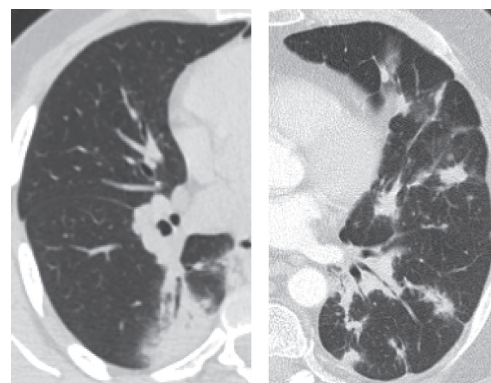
Слева на рисунке — МСКТ больного Д., 24 лет: саркоидоз II стадии — участок консолидации в паренхиме правого легкого; справа — МСКТ больного Б., 59 лет: саркоидоз II стадии — множественные узлы в паренхиме легкого.
